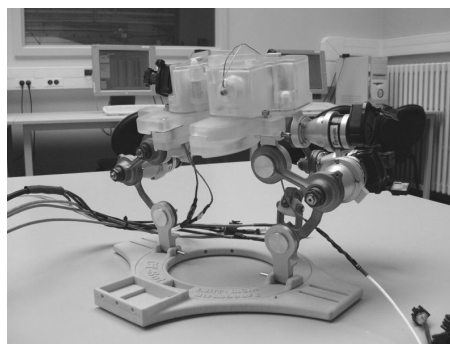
Prototype du CT-Bot.
